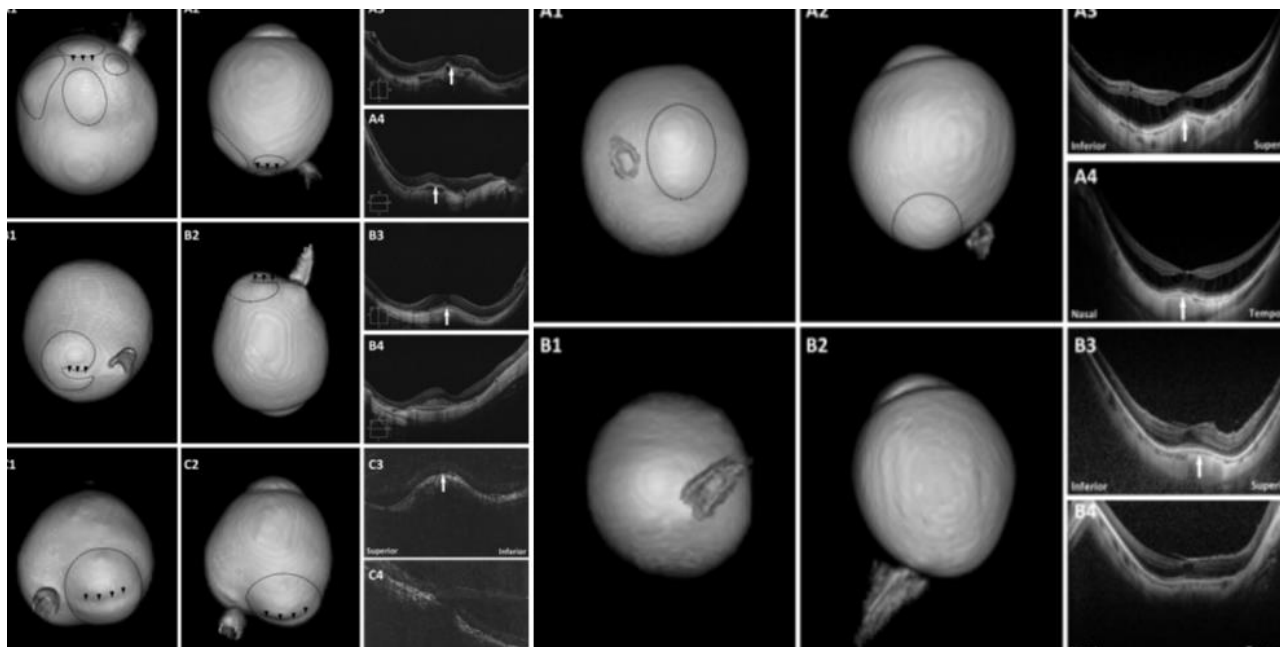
3D изображение, полученное с помощью магнитно-резонансного томографа. Множественные стафиломы, обведенные кружком, на глазах с КМ
